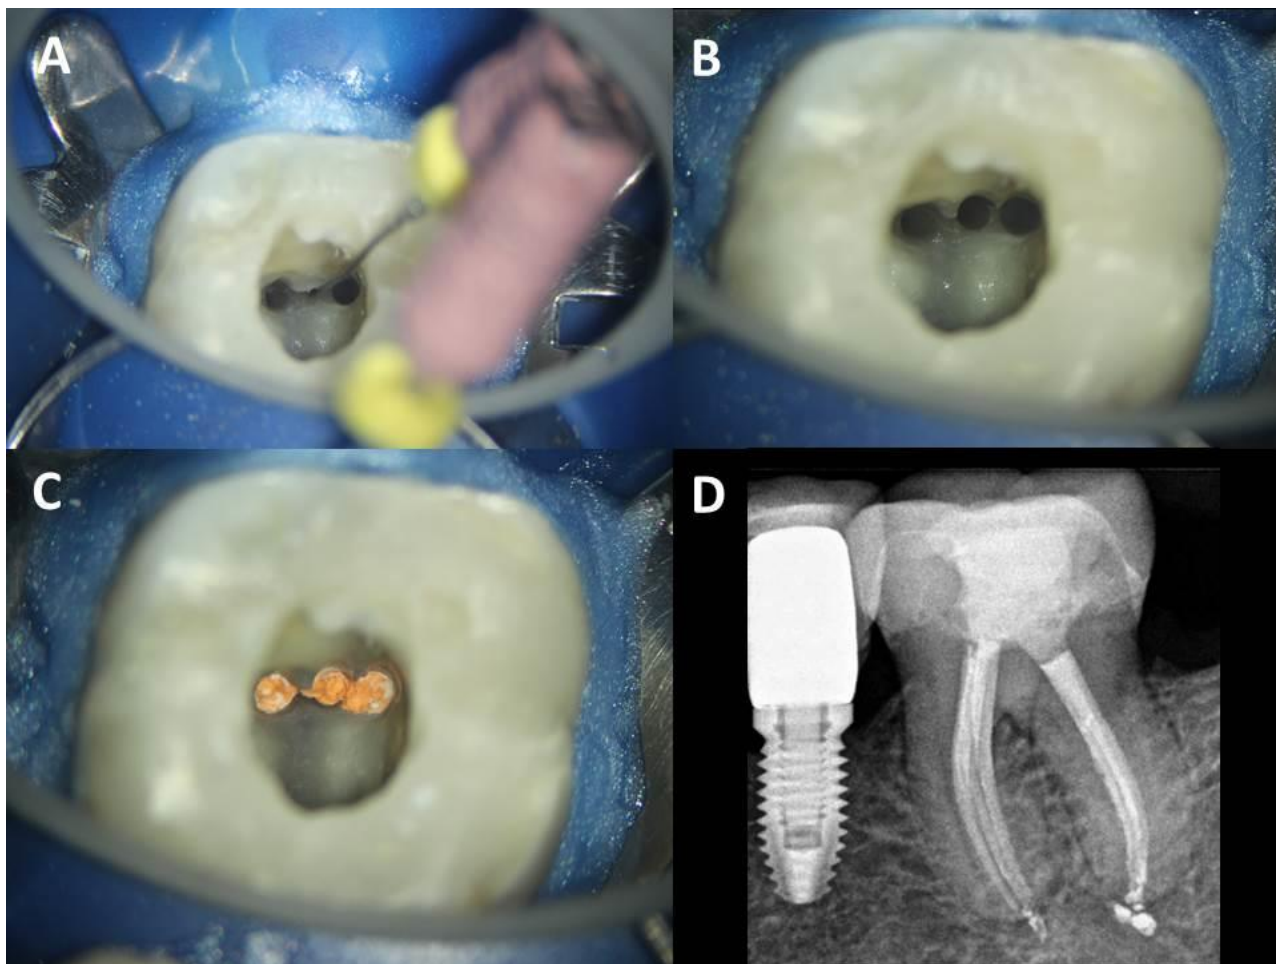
Manejo clínico do canal médio-mesial (MM) com uso de microscópio operatório em segundo molar inferior. A. Localização do canal MM (aumento de 8x); B. Canais preparados (aumento de 12,5x); C. Canais obturados (aumento de 12,5x); D. Radiografia final evidenciando os 3 canais na raiz mesial.
